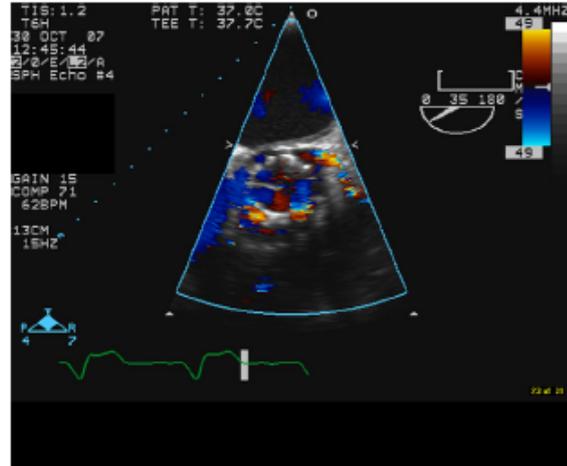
Two-dimensional color midesophageal transesophageal echocardiographic short-axis images acquired at 35° plane rotation demonstrating multiple jets of paravalvular AR due to undersizing of SAPIEN prosthesis. (See [Video 1](#) view video clip online).
